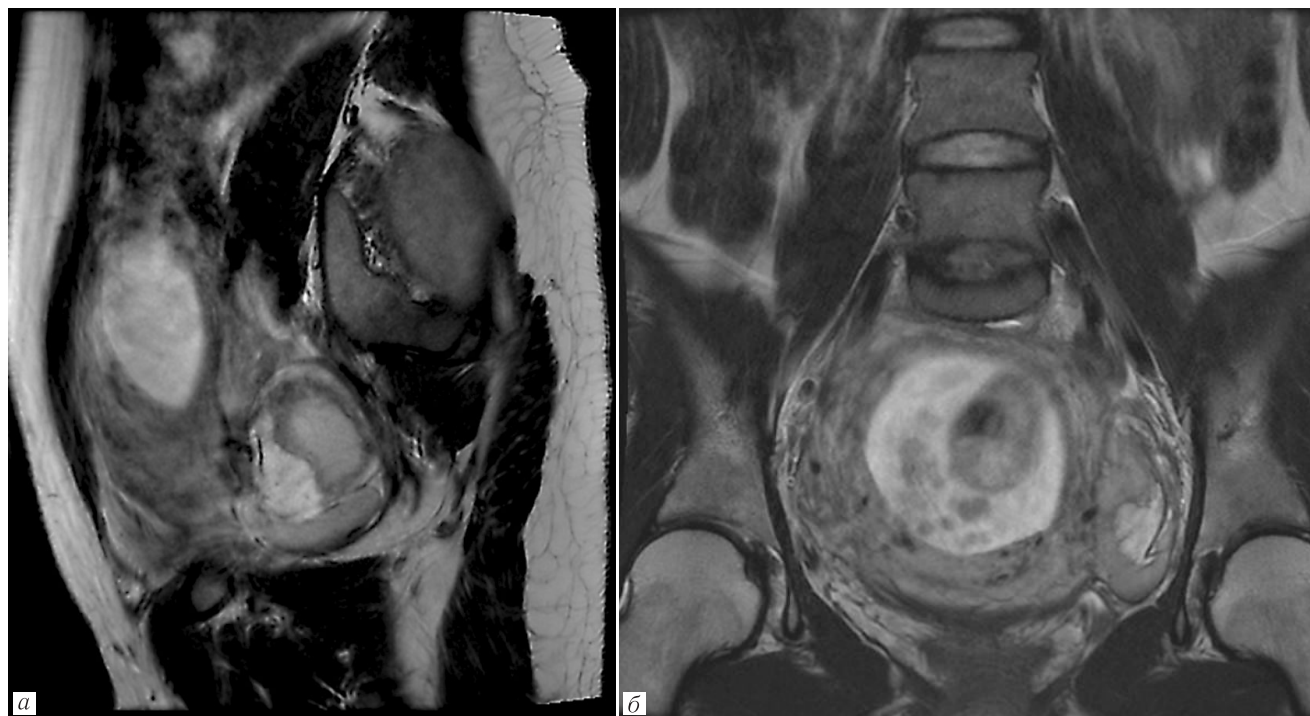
МРТ малого таза: *а* — Т2-ВИ в сагиттальной плоскости; *б* — Т2-ВИ в корональной плоскости
